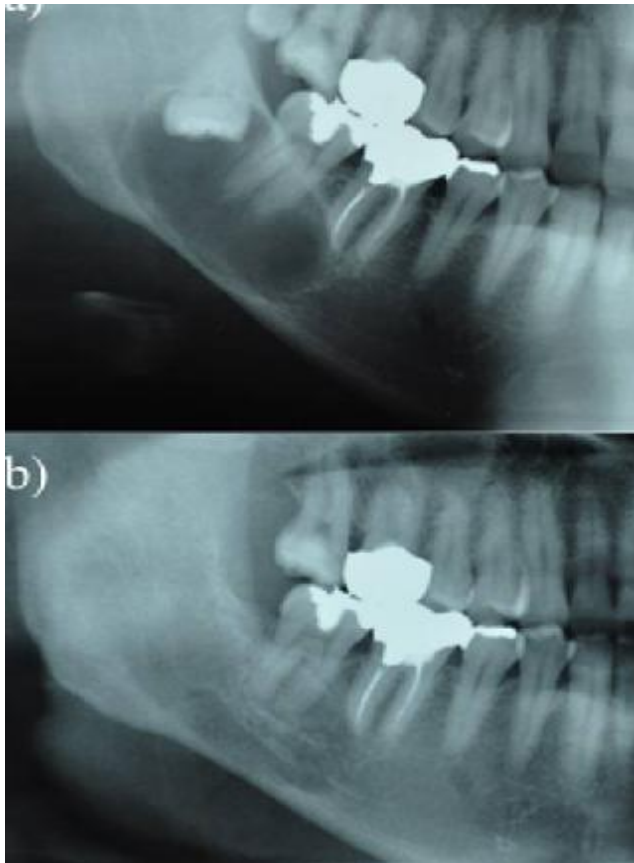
Panoramic radiographs of a case of dentigerous cysts before and after marsupialisation. (a) A dentigerous cyst that had been present in the right lower molar region before marsupialisation had (b) decreased in size by 19.5 months after marsupialisation.
